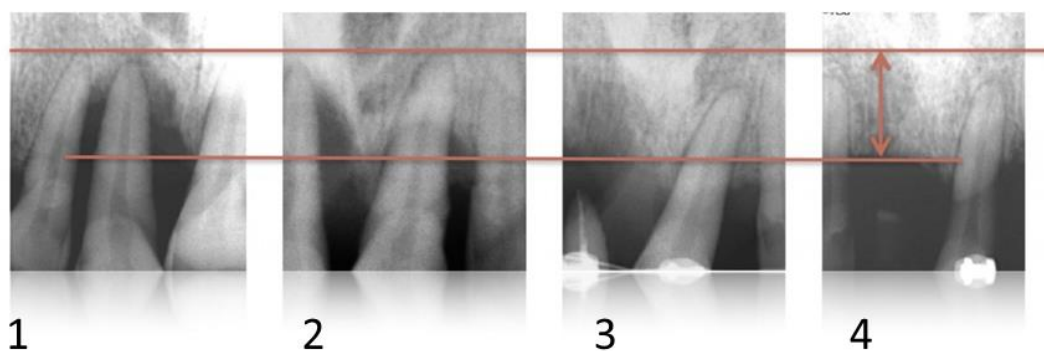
Рентгенографія зубів пацієнта на різних етапах екструзії 11 зуба:
